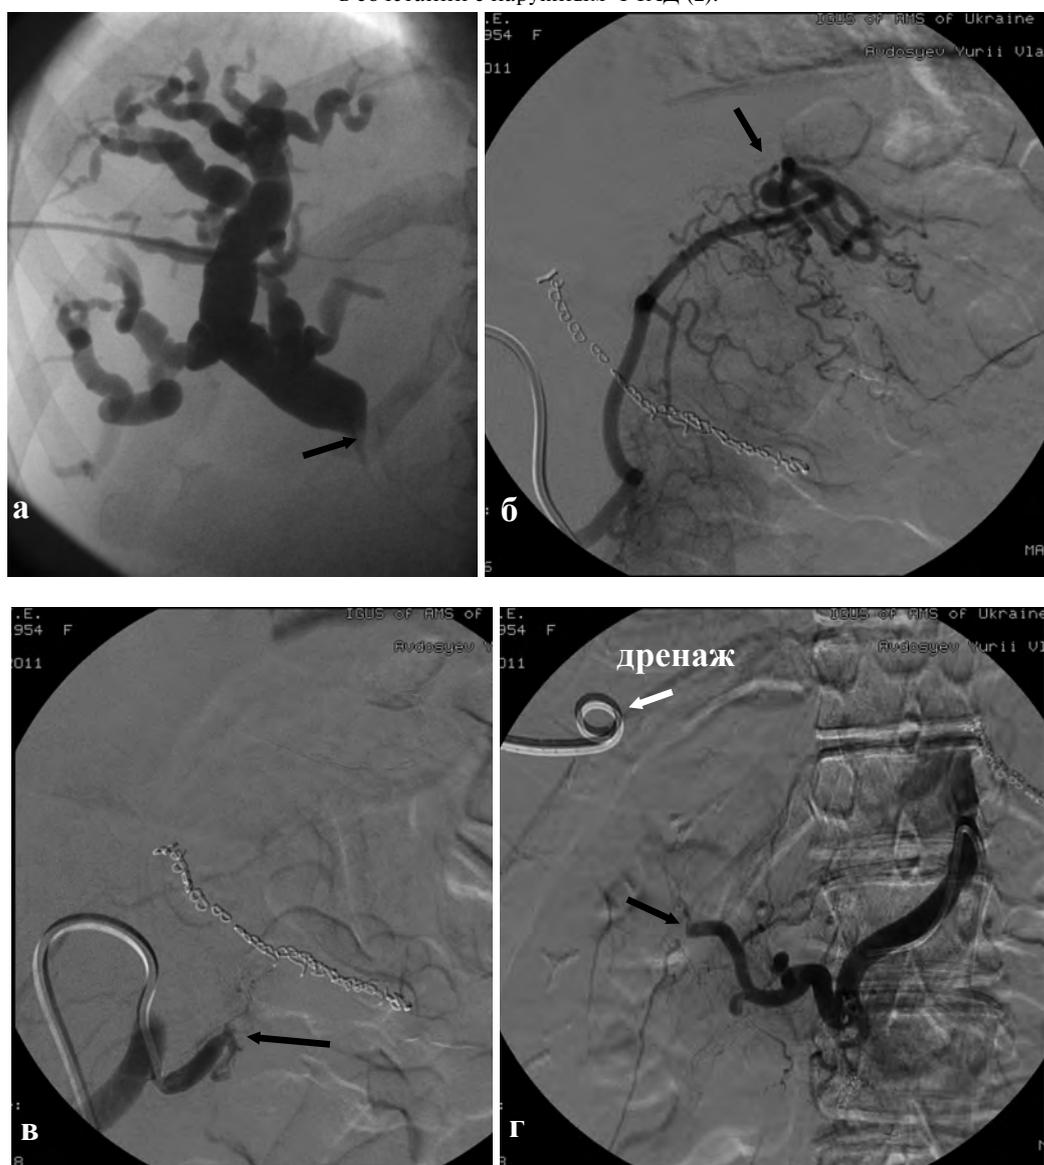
Комбинированные рентгенохирургические вмешательства у больного с рецидивом рака желудка и метастазами в правую долю печени, осложненного ОЖКК и механической желтухой. Холангиограмма (а) после наружного ЧЧХД: определяется блок холедоха на уровне впадения в него пузырного протока (стрелка). Селективная ангиограмма до (б) эмболизации кровоточащего сосуда: определяется аневризма левой желудочной артерии (стрелка). После эмболизации (в) – культи левой желудочной артерии. Артериопатикограмма (г) после эмболизации ветвей правой печеночной артерии (опухолевых сосудов).
